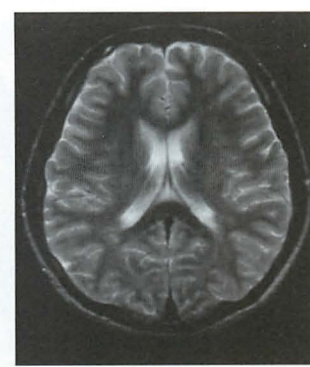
頭部MRI (T<sub>2</sub>強調像)
